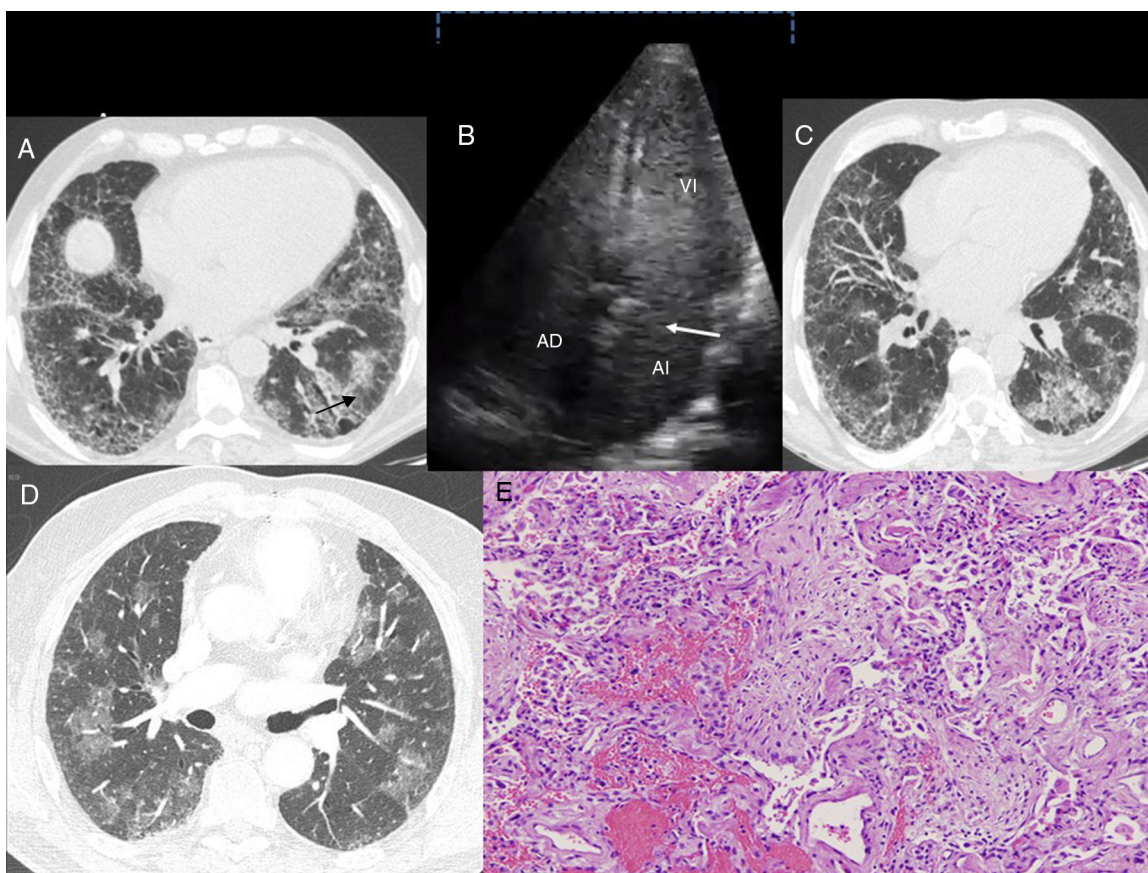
A. Caso 1: corte axial de TACAR torácica (ventana pulmonar). Se muestra una afectación intersticial reticular, con engrosamientos septales y opacidades en vidrio deslustrado en las bases pulmonares y bronquiectasias por tracción (flecha). B. Caso 1: en la ecocardiografía con contraste mediante la inyección con suero salino agitado se observa el paso tardío de las burbujas en la aurícula izquierda luego de 3 a 6 latidos (flecha). AD: aurícula derecha; AI: aurícula izquierda; VI: ventrículo izquierdo. C. Caso 2: corte axial de TACAR torácica (ventana pulmonar). Presencia de una reticulación subpleural con gradiente apicobasal, que se acompaña de distorsión de la arquitectura pulmonar y bronquiectasias por tracción. También se aprecian áreas de vidrio deslustrado con engrosamientos septales. D. Caso 3: corte axial de TACAR torácica (ventana pulmonar) en el que se observan opacidades pulmonares en vidrio deslustrado bilaterales, parcheadas. E. Caso 3. Imagen histológica en la que se evidencian focos de hemorragia con escasos cambios reactivos del epitelio alveolar. También se observa inflamación e hiperplasia neumocitaria que alternan con áreas de fibrosis laxa que sustituye el parénquima pulmonar. Estos hallazgos son compatibles con daño alveolar agudo (tinción hematoxilina-eosina, $\times 100$).
